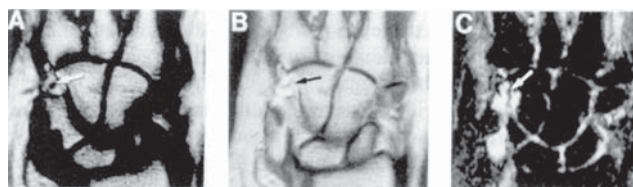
(A) Imagini de rezonanță magnetică coronală a pumnului la o femeie de 54 de ani cu artrită reumatoidă. Imaginea T1 demonstrează prezența eroziunii la nivelul osului triquetrum (săgeată). (B) Imaginea T1 amplificată cu dimeglumină gadopentatată demonstrează amplificarea la același nivel (săgeată), indicând prezența panusului vascularizat. (C) Imaginea cu recuperare inversă de tip STIR demonstrează prezența unui semnal de intensitate înaltă, de fluid dens în vecinătatea osului triquetrum (săgeată) și la nivelul spațiilor intercarpiene, sugerând inflamație diseminată intercarpială.
